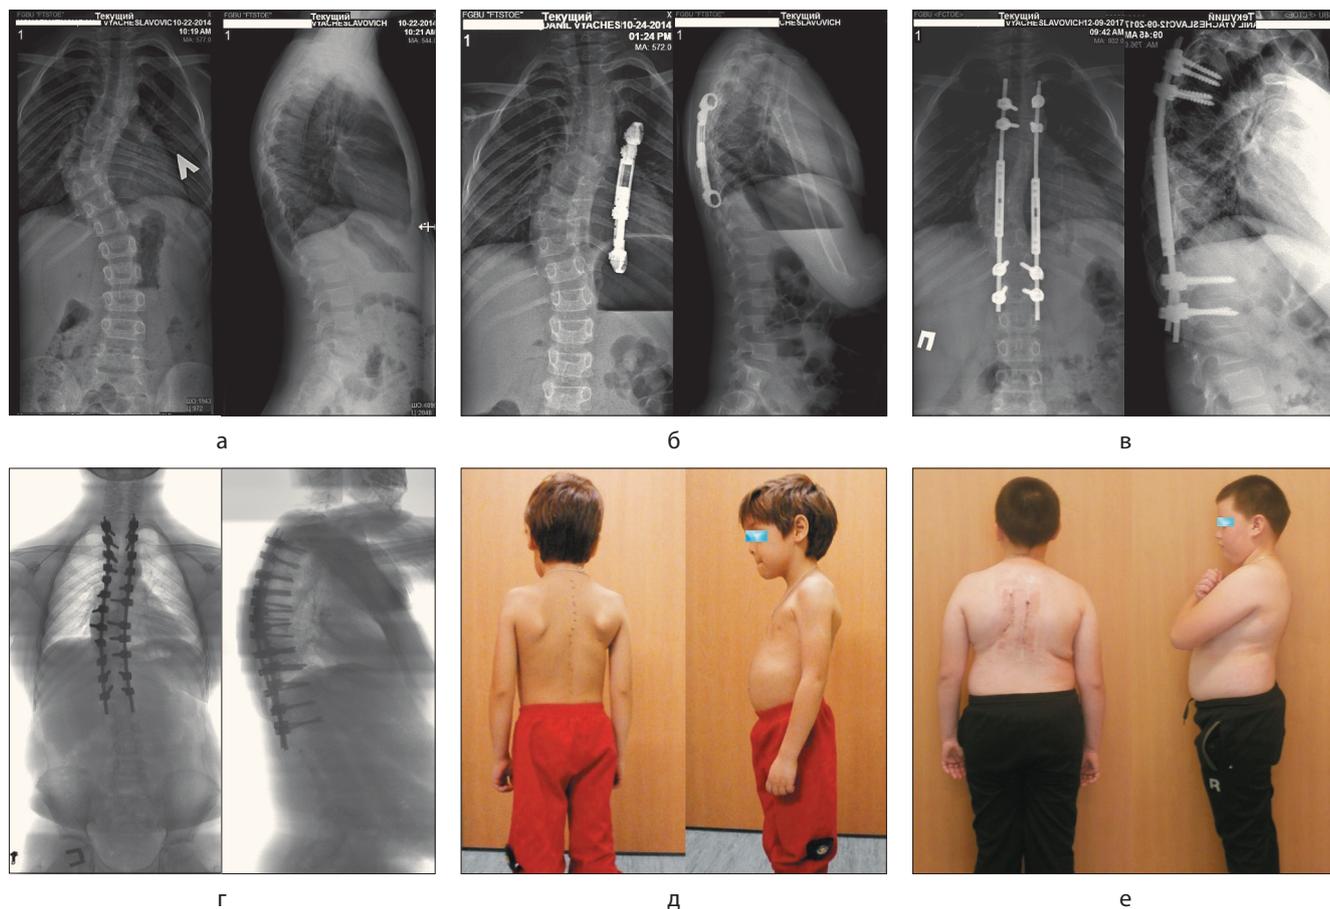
Рентгенограммы: а – до операции, б – после 1 этапа, в – растущая конструкция, г – после окончательного этапа коррекции. Внешний вид пациента: д – до операции, е – по окончании этапного лечения.
